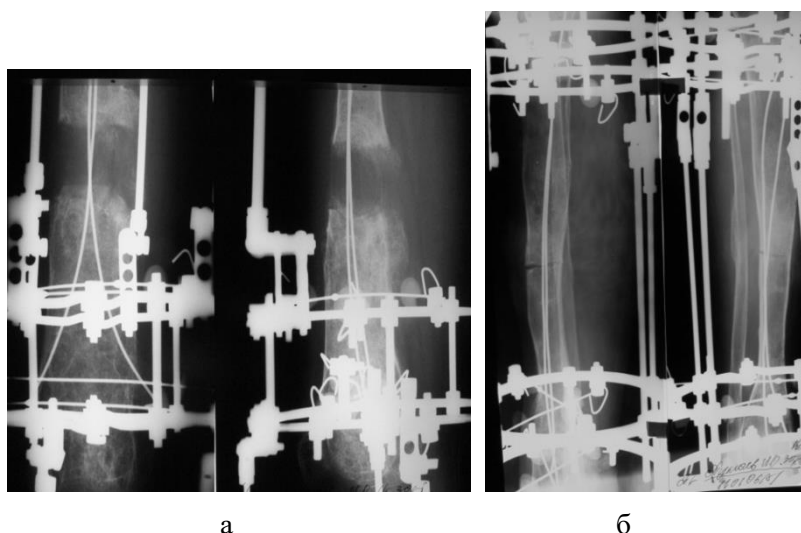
Типичные рентгенограммы при монолокальном удлинении бедра (а) и голени (б) с дисхондроплазией костей.
